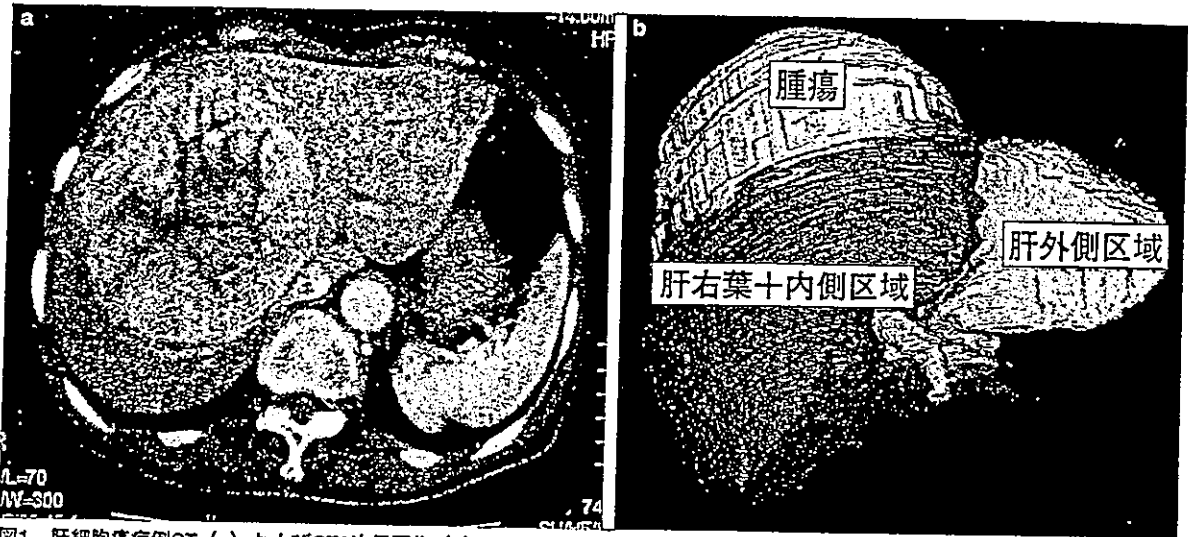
肝細胞癌症例CT (a) およびCT3次元画像 (b)
